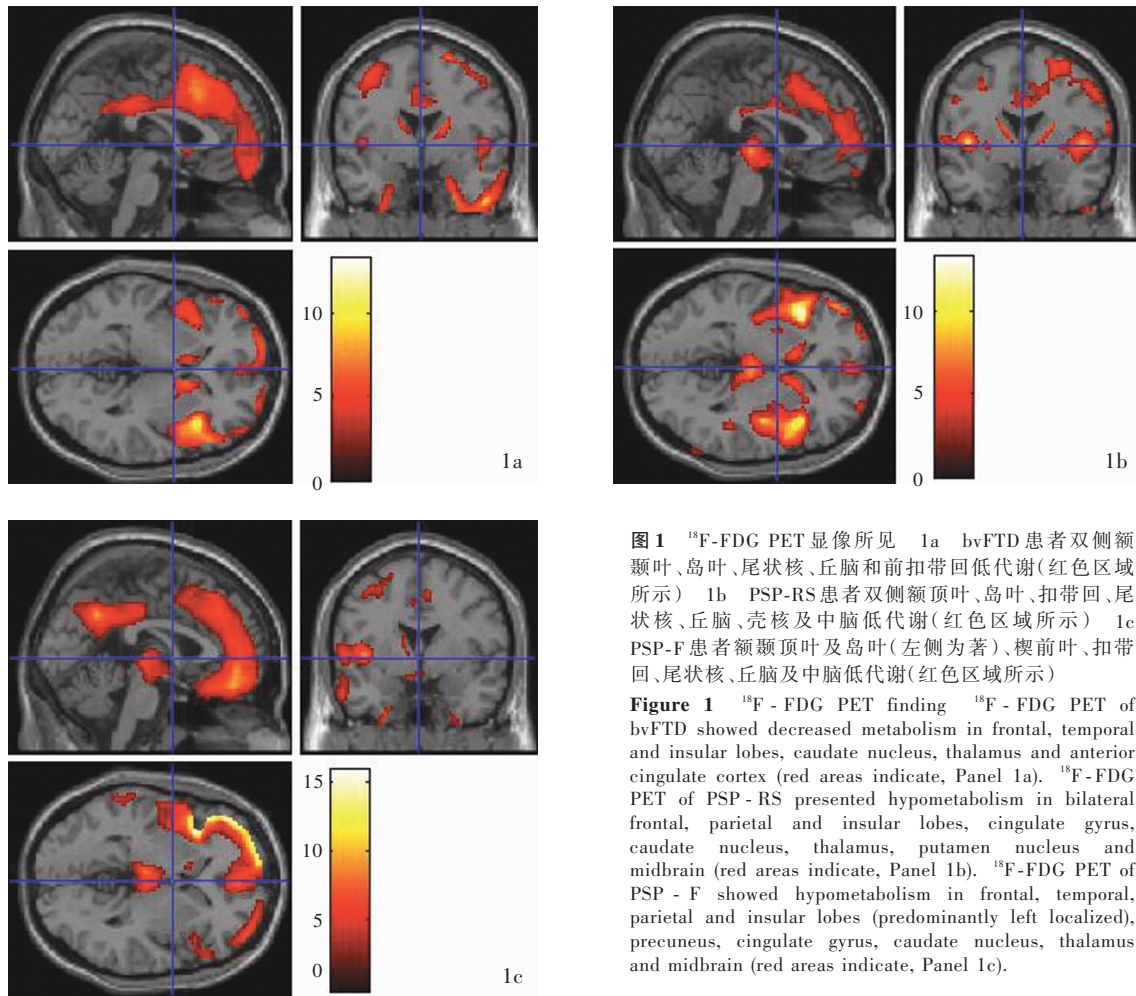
¹⁸F-FDG PET 显像所见 1a bvFTD 患者双侧额颞叶、岛叶、尾状核、丘脑和前扣带回低代谢(红色区域所示) 1b PSP-RS 患者双侧额顶叶、岛叶、扣带回、尾状核、丘脑、壳核及中脑低代谢(红色区域所示) 1c PSP-F 患者额颞顶叶及岛叶(左侧为著)、楔前叶、扣带回、尾状核、丘脑及中脑低代谢(红色区域所示)
